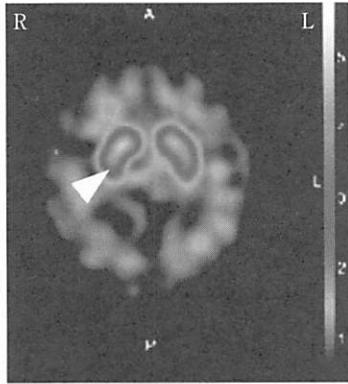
^{123}I -ioflupane SPECT(DaTSCAN)(X年1月)
